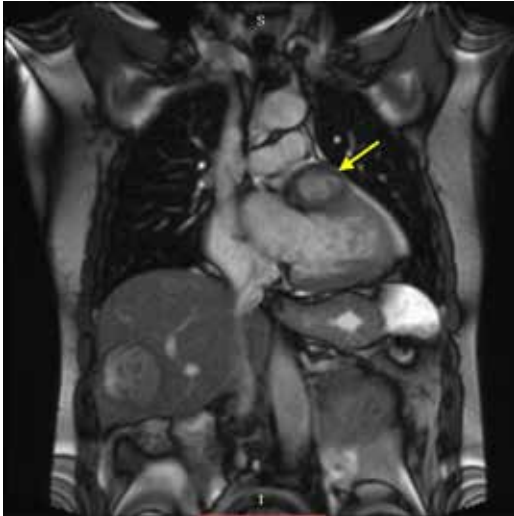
Magnetic resonance imaging of cardiac cyst hydatid. Yellow arrow demonstrated the localizatin of hydatid cyst.
